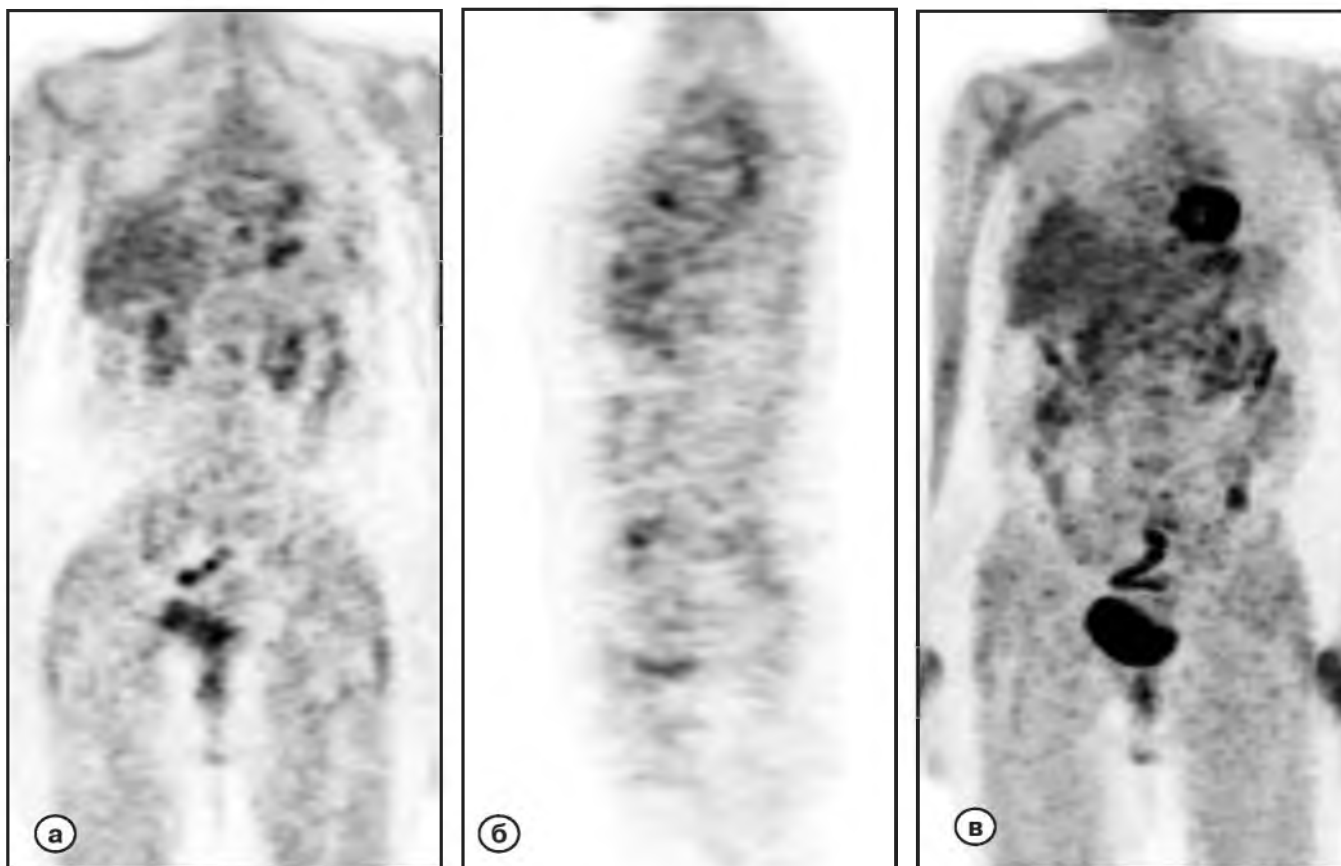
Отсутствие накопления радиофармпрепарата (РФП) через год по данным ПЭТ у больной после проведенного лечения.
